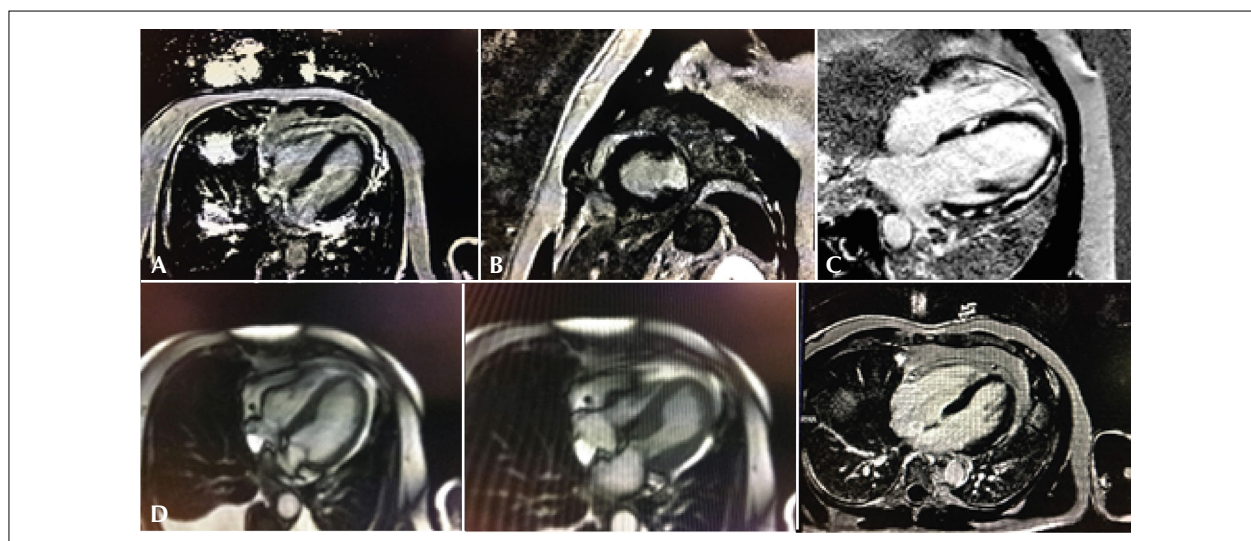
Ressonância magnética cardíaca de pacientes com estudo normal pela técnica de realce tardio (1A); infarto transmural em parede lateral (1B), padrão de miocardite (1C) e cardiomiopatia de Takotsubo mostrando déficit contrátil médio-apical e ausência de alteração pela técnica de realce tardio (1D).
